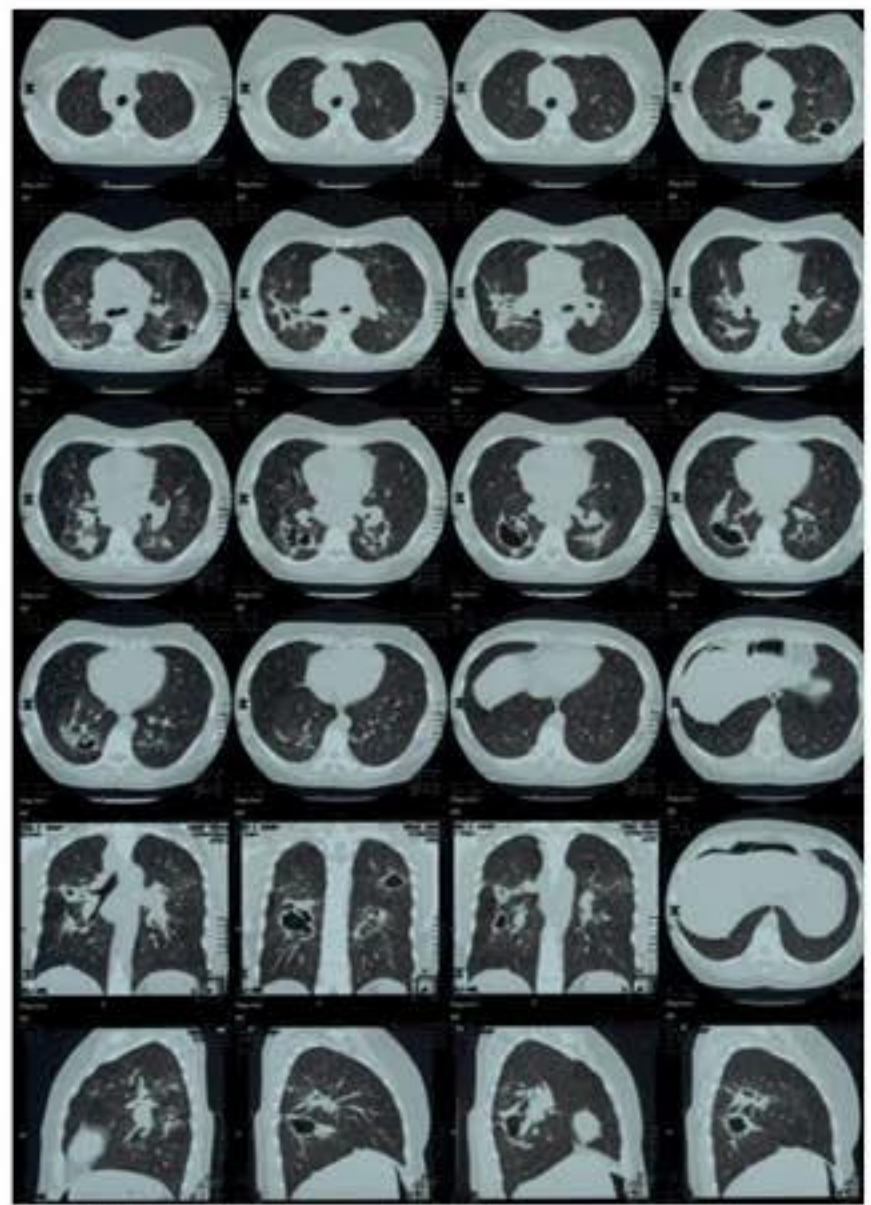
МСКТ органов грудной клетки пациентки Д. Справа в С₂ и С₆, слева в проекции С₁₋₂ определяются полости распада
